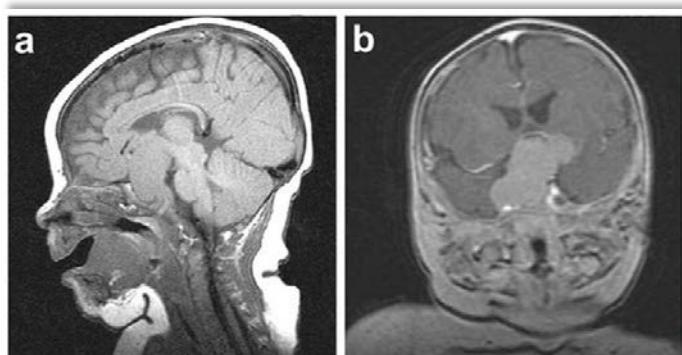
RMN con contraste de un paciente que muestra una masa supraselar por recidiva tumoral. Tomada de (12).
